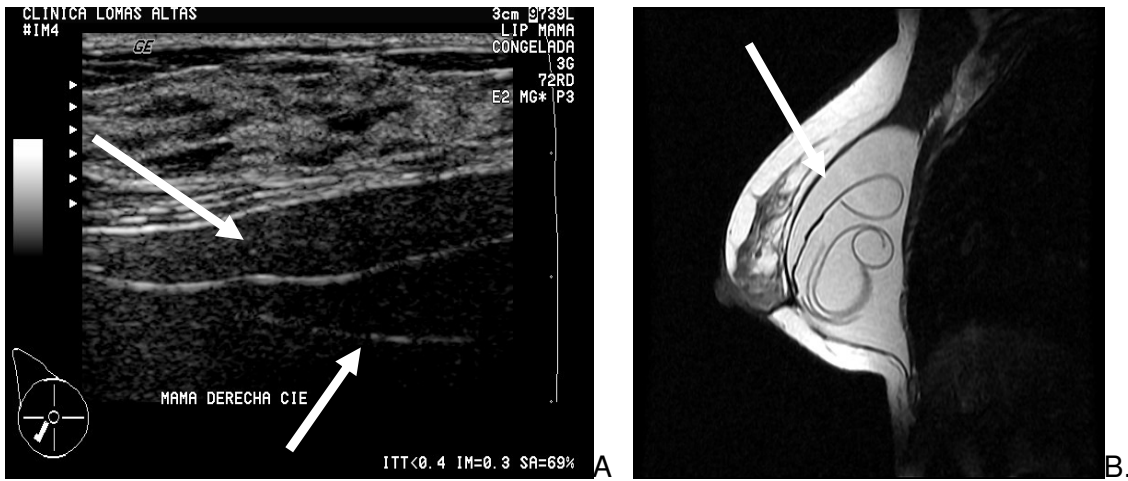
Paciente con implantes con signos de ruptura intracapsular. “Signo de la escalera”. A. Imagen de ultrasonido en donde se observan múltiples ecos horizontales ecogénicos situados paralelamente unos con otros, que se comparan con los peldaños de una escalera y corresponden con los pliegues de la cubierta colapsada del implante (flecha). B. Imagen de RM en T2 de la misma paciente en la que se corrobora la presencia de ruptura intracapsular, observando el “signo de linguini” (flecha).
